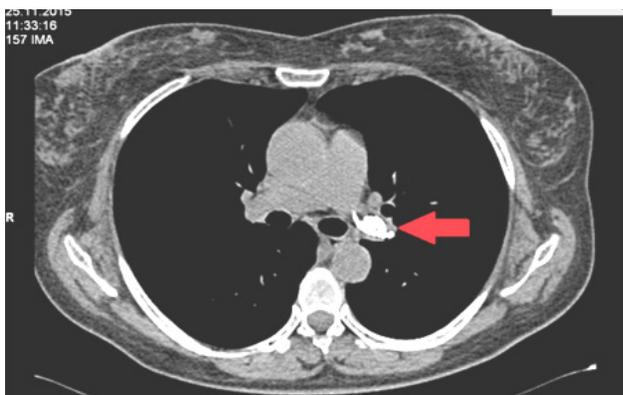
МСКТ пациентки Е., 54 лет. Стрелка обозначает просвет левой главной ветви легочной артерии с гиперденсивным неоднородным включением, по структуре подобным костному цементу
